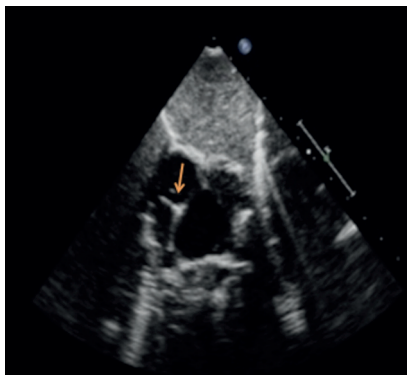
Ecocardiografía en plano subcostal longitudinal donde se objetiva una masa de morfología triangular en una zona media del septo interauricular (flecha), al nivel de la sutura quirúrgica, que protuye hacia aurícula derecha.
